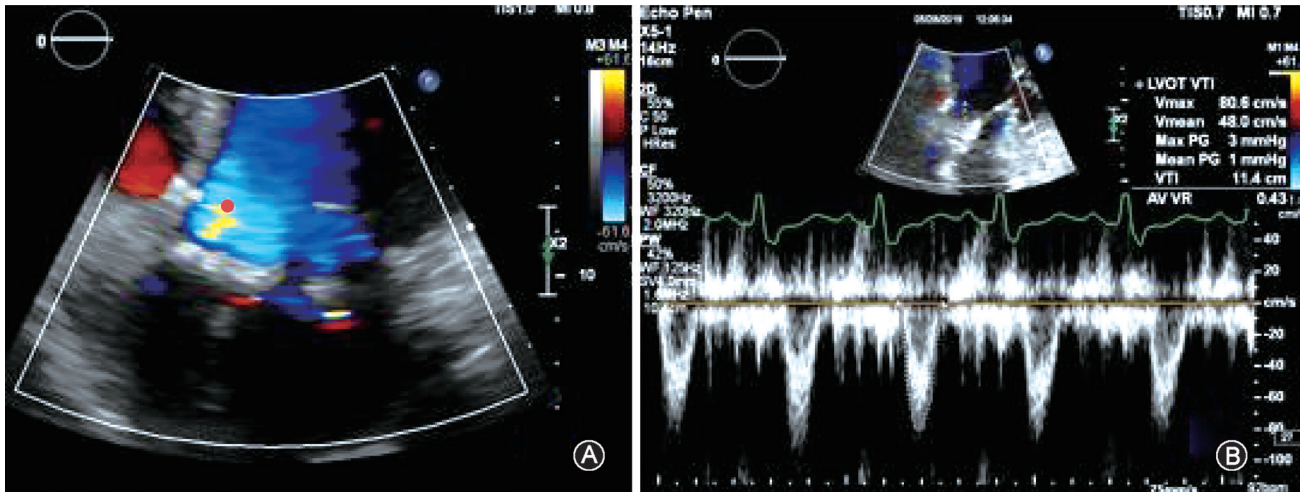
左心室流出道速度频谱的测量。A 图示脉冲多普勒 (pulsed wave Doppler, PW) 于左心室流出道近血流汇聚区左室面红点位置测量; B 图示勾勒左心室流出道血流频谱可获得前向血流速度和速度 - 时间积分 (velocity time integral, VTI)
